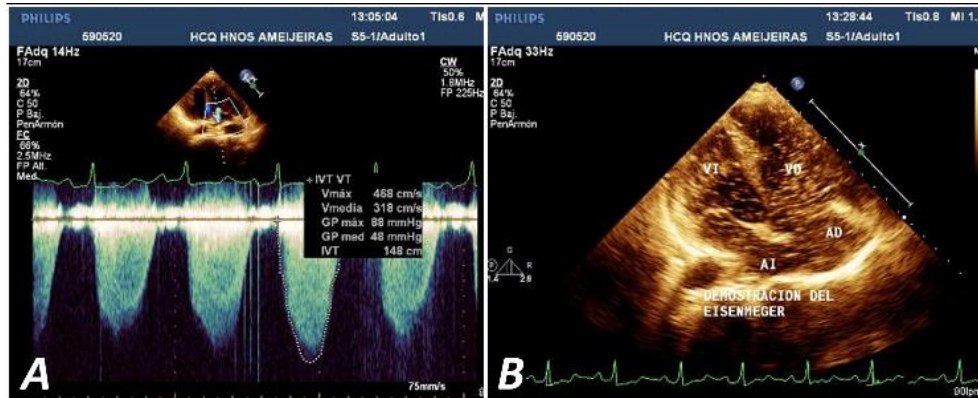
A. Espectro Doppler de onda continua que muestra los gradientes de regurgitación tricuspídea. Curva pulmonar tipo IV. B. Paso de contraste salino a cavidades izquierdas después de su inyección endovenosa, lo que demuestra la inversión del cortocircuito (Síndrome de Eisenmenger). VI, ventrículo izquierdo; AI, aurícula izquierda.
